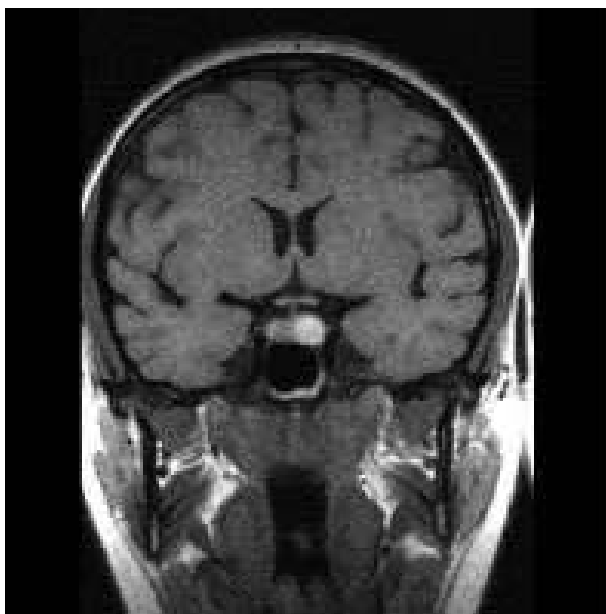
Микроаденома гипофиза МРТ головного мозга в режиме Fast Flair с повышенным МР сигналом
